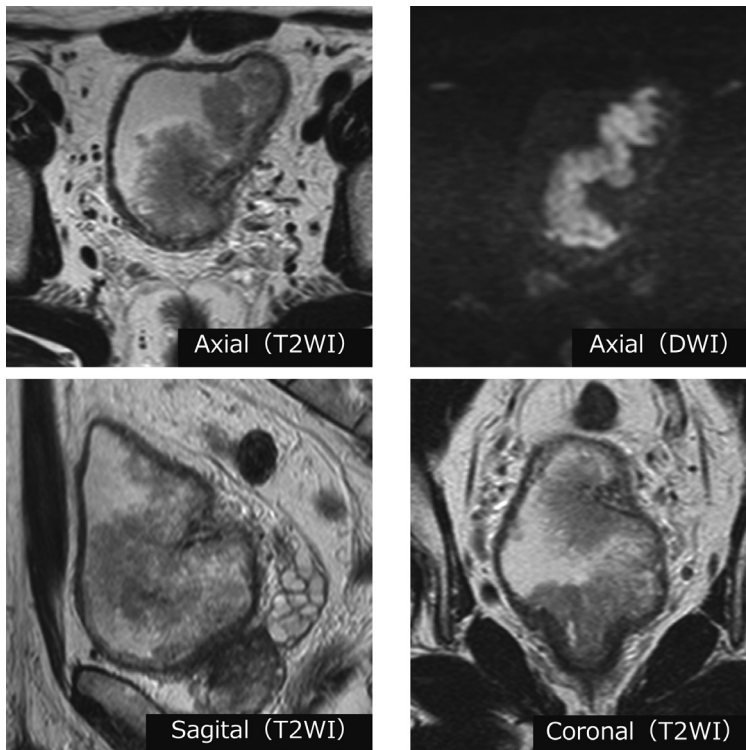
MRI shows a 7 cm tumor from the bladder neck to the left wall. Continuity of the muscular layer of the left bladder wall had partially disappeared, but no suspicion of extravesical invasion was observed.
